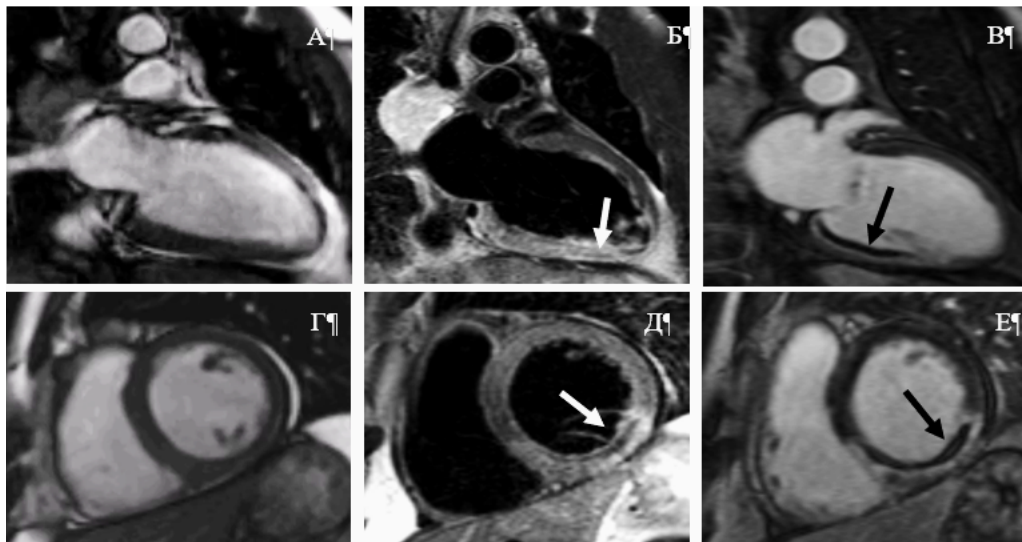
МРТ сердца больного с ОИМ с подъемом сегмента ST нижней локализации.
